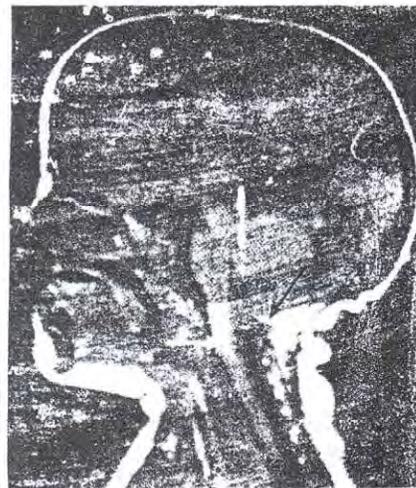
A midsagittal T1-weighted MRI of a patient with type I Chiari malformation. The cerebellar tonsils (white arrows) have descended below the foramen magnum (black arrow). Note the small slitlike cistern, which has been pulled into a vertical position.
